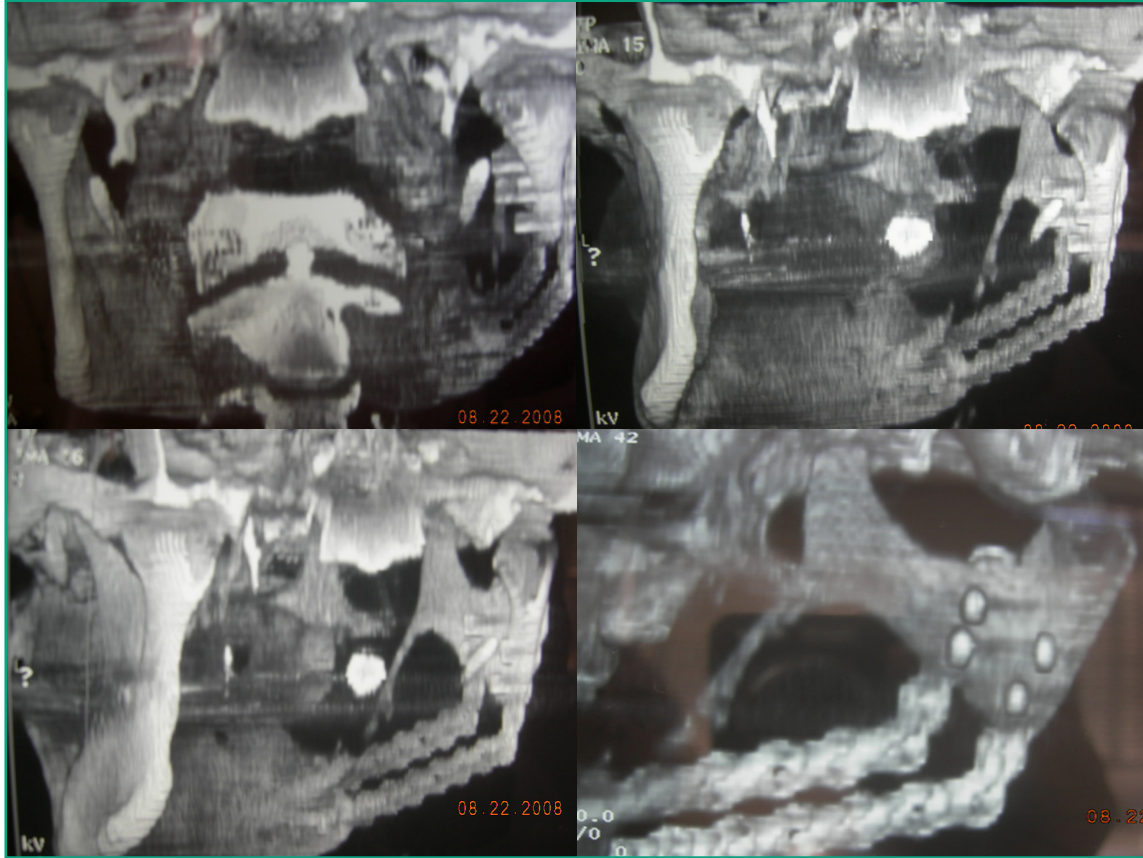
A. Ortopantomografía control
